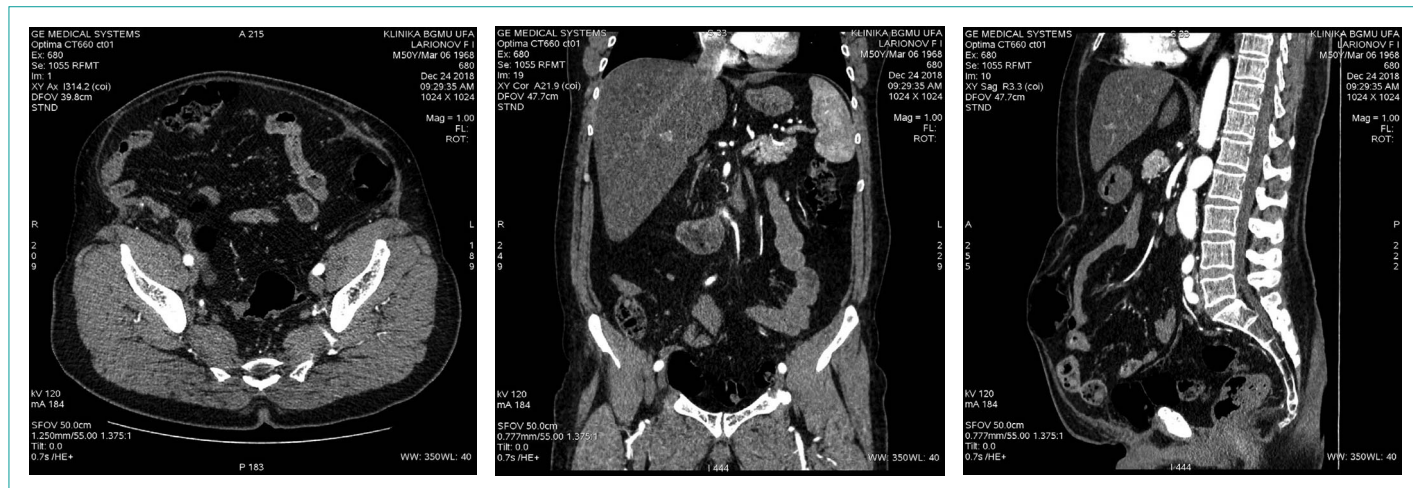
Рисунок 7Б. МСКТ пациента через 24 месяца после операции
